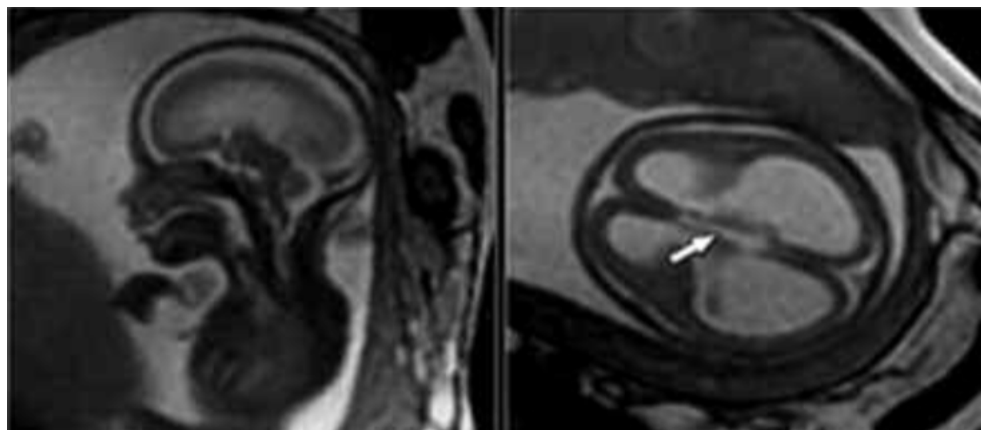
Lisencefalia y agenesia de cuerpo calloso en RMN de feto de 23 semanas. (79)
